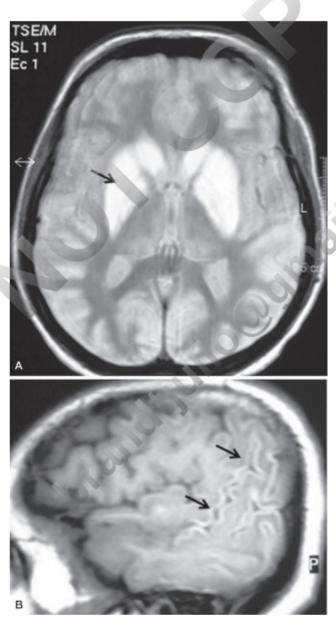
Figura e10.1 Variabilidad de las lesiones observables en la RM en el estado vegetativo. En este caso hay grandes lesiones de los ganglios basales (*flecha* en A) y de necrosis laminar cortical (*flecha* en B), pero no hay lesiones apreciables en la sustancia blanca.
